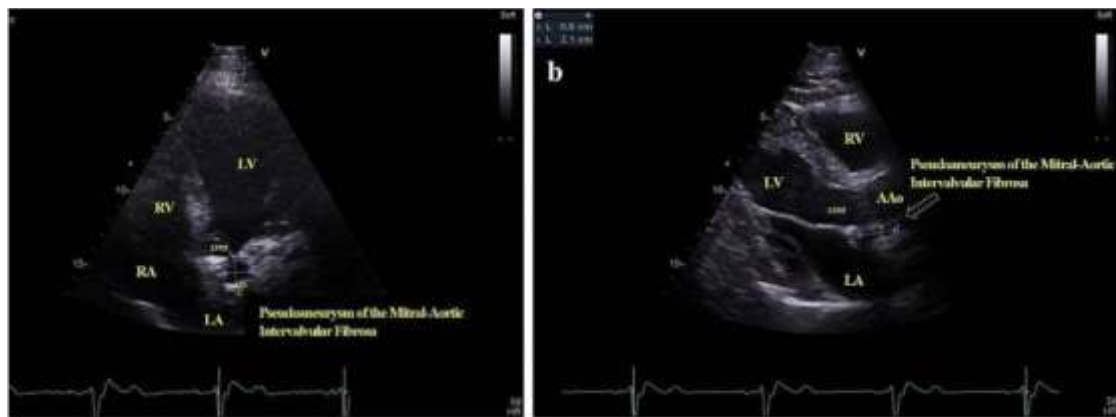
ETT montrant un pseudo-anévrysme de la MAIVF. (a) Vue quatre cavités (flèche), taille : $1,5 \times 1,7$ cm. (b) Vue parasternale grand axe (flèche), taille : $0,6 \times 2,1$ cm (83).
